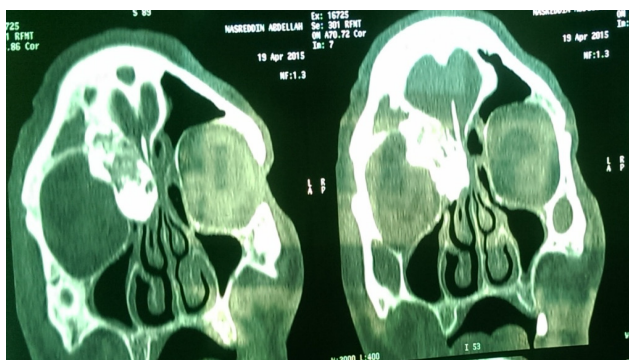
1 : TDM de la face en coupes coronales montre la masse calcifiée s'étendant du sinus frontal droit à l'éthmoïde
